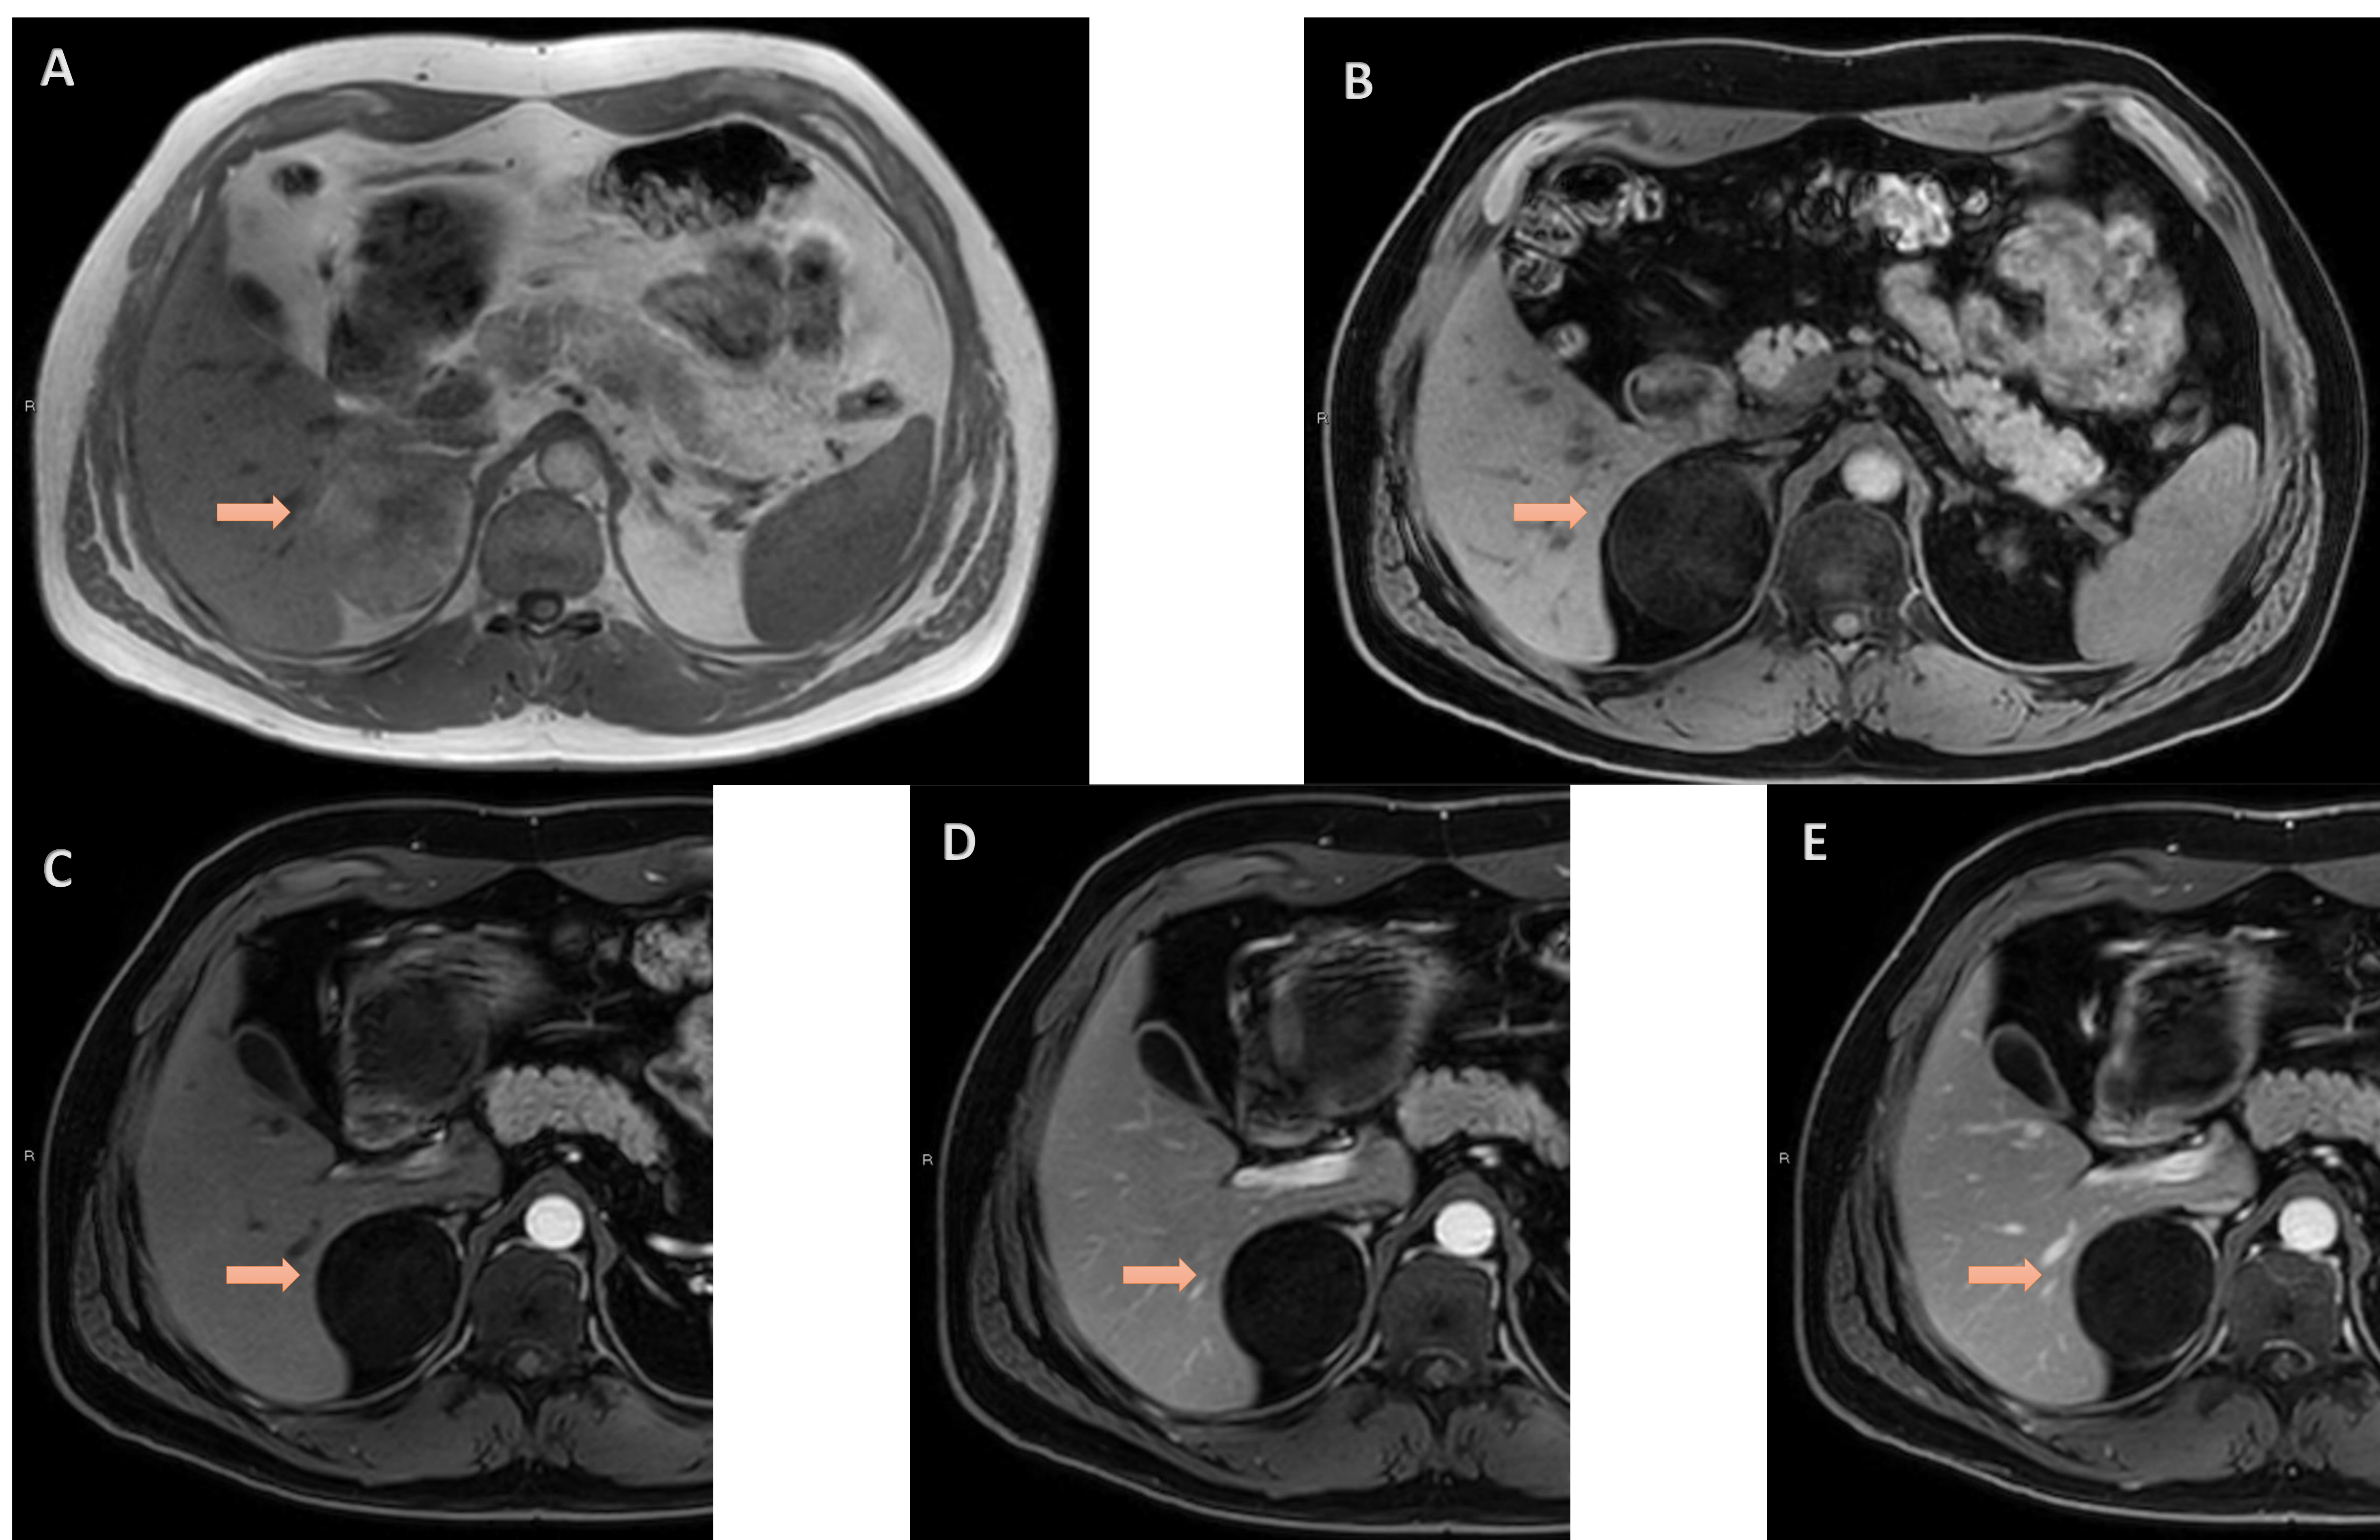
Mismo paciente de la figura 1, con secuencias fase (A) y fase opuesta (B) de resonancia magnética en las que se objetiva importante caída de señal de la lesión suprarrenal (flechas) en relación con el componente de grasa microscópica característico de los adenomas suprarrenales.
